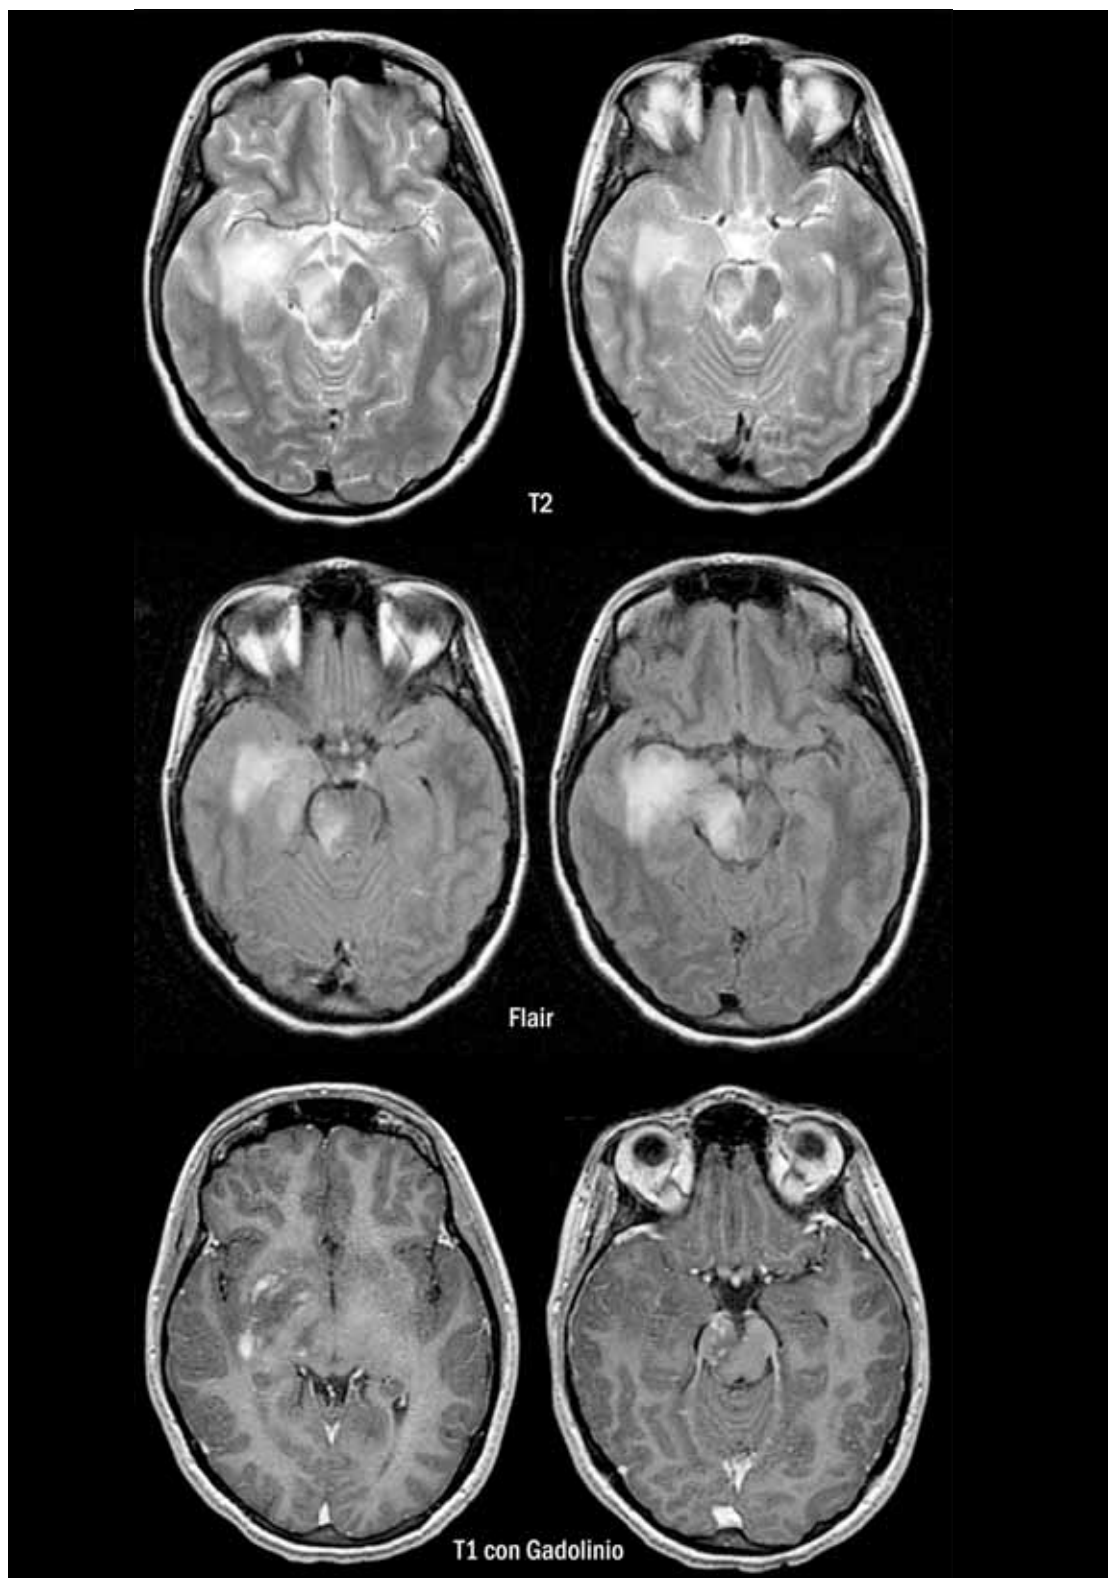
Resonancia magnética de cerebro en la que se observa lesión temporal derecha con extensión a mesencéfalo y protuberancia. La misma presenta realce irregular luego de la administración de gadolinio.
